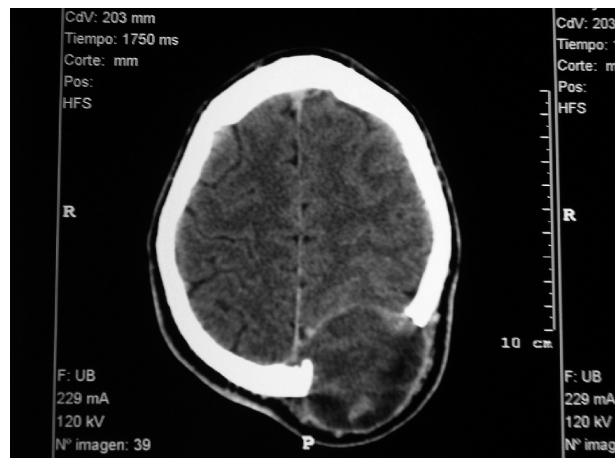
Tomografía computarizada de cráneo en la que se aprecia una masa extra e intratecal de localización parietooccipital izquierda.
